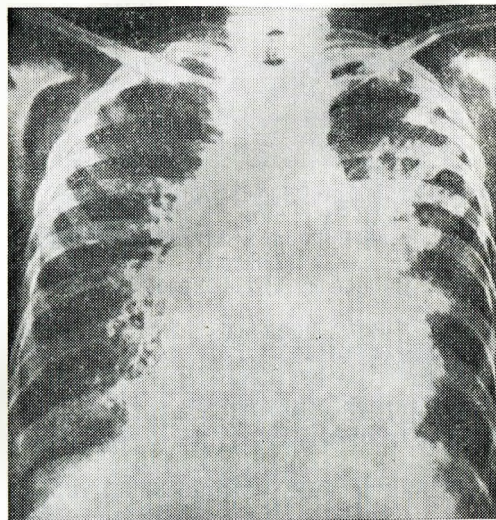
13. Рентгенограмма грудной клетки мальчика в возрасте 7 лет, страдающего легочным альвеолярным микролитиазом (из: Clark R. B., III Johnson F. C. Pediatrics, 1961, 28:650).
